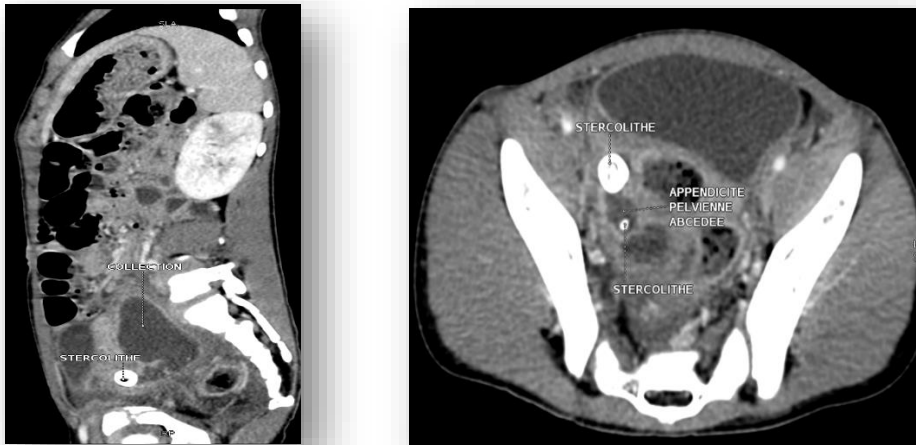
Coupe TDM coronale et transverse montrant une appendicite pelvienne
